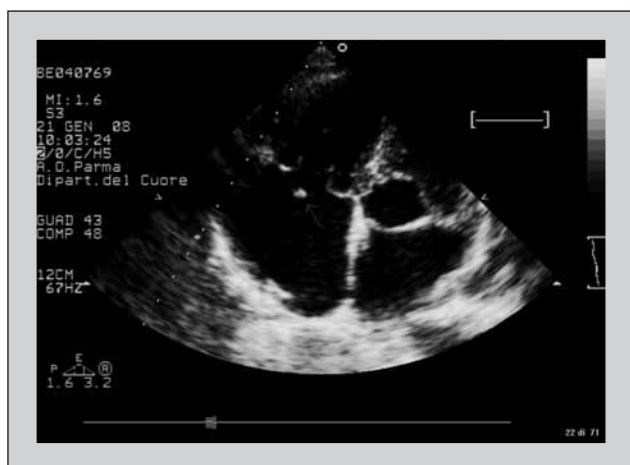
Massa sospetta per vegetazione all'esame ecocardiografico bidimensionale.
